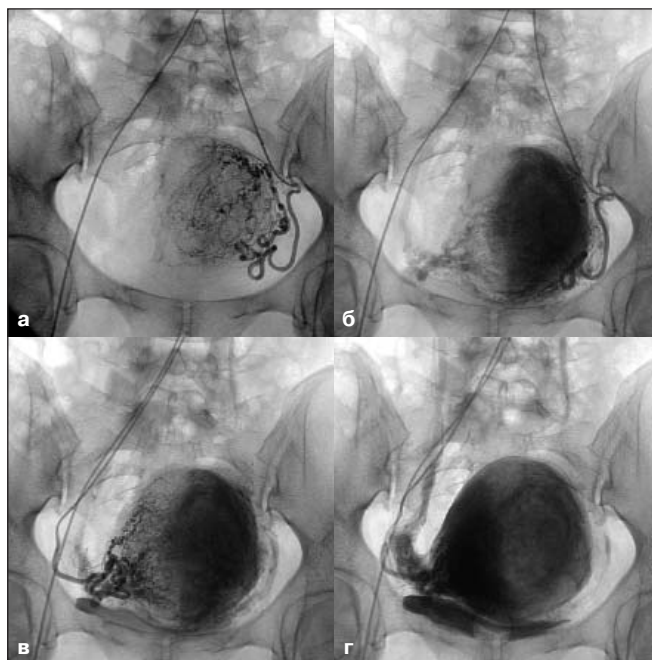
Этапы рентгеноэндоваскулярной эмболизации маточных артерий.
